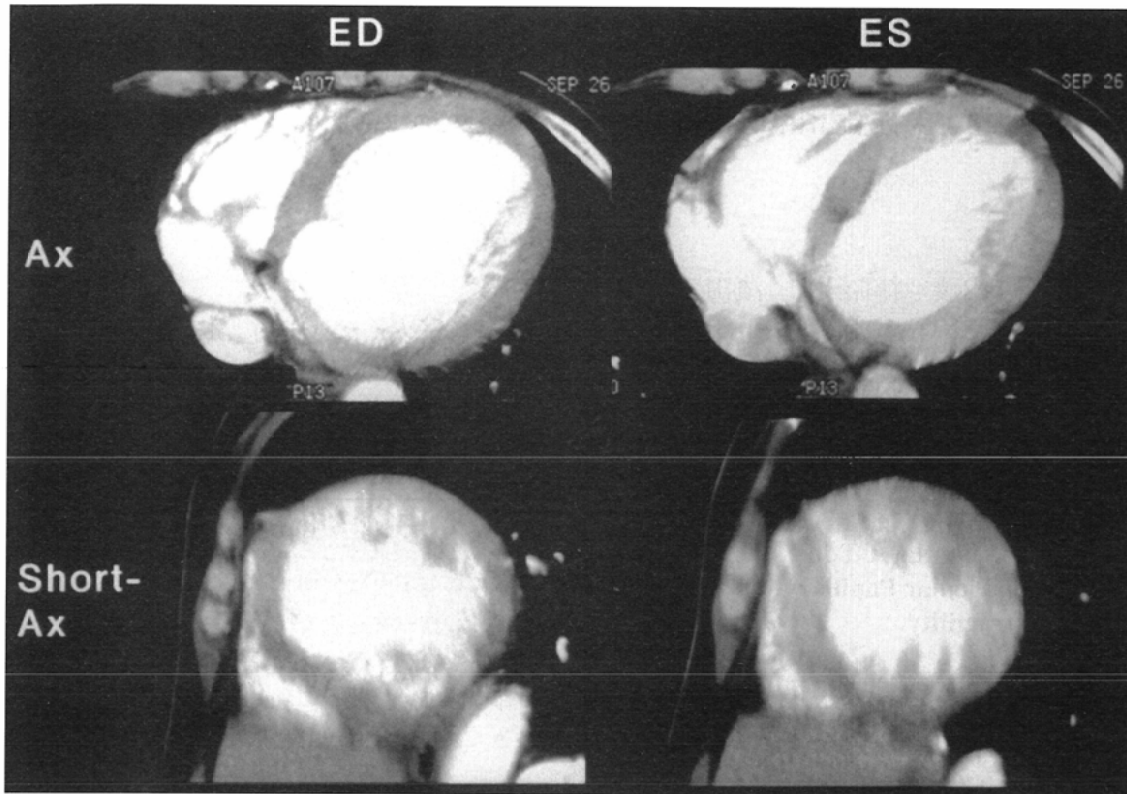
Annuloaortic ectasia in a 54-year-old woman. Left ventricular helical scanning CT images (Ax) at quasi-end-diastole (ED) and quasi-end-systole (ES). Left ventricular short axial images (Short-Ax) created from upper original images using multiplanar reconstruction.
